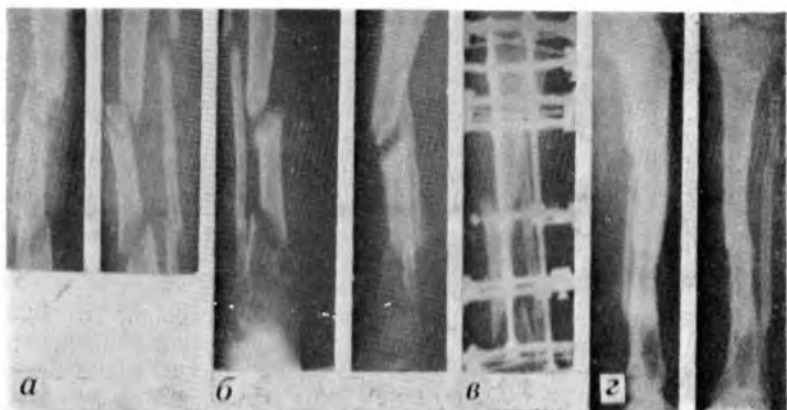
Рентгенограммы больной Т.:
